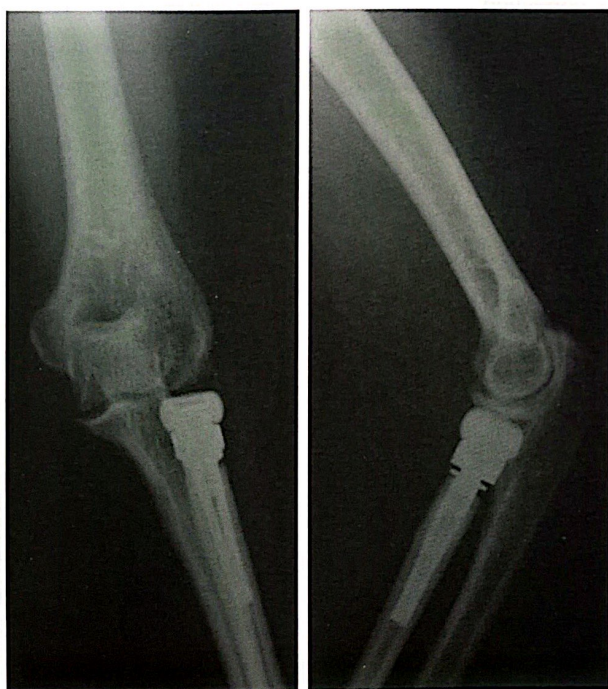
Radiographie du coude post opératoire
